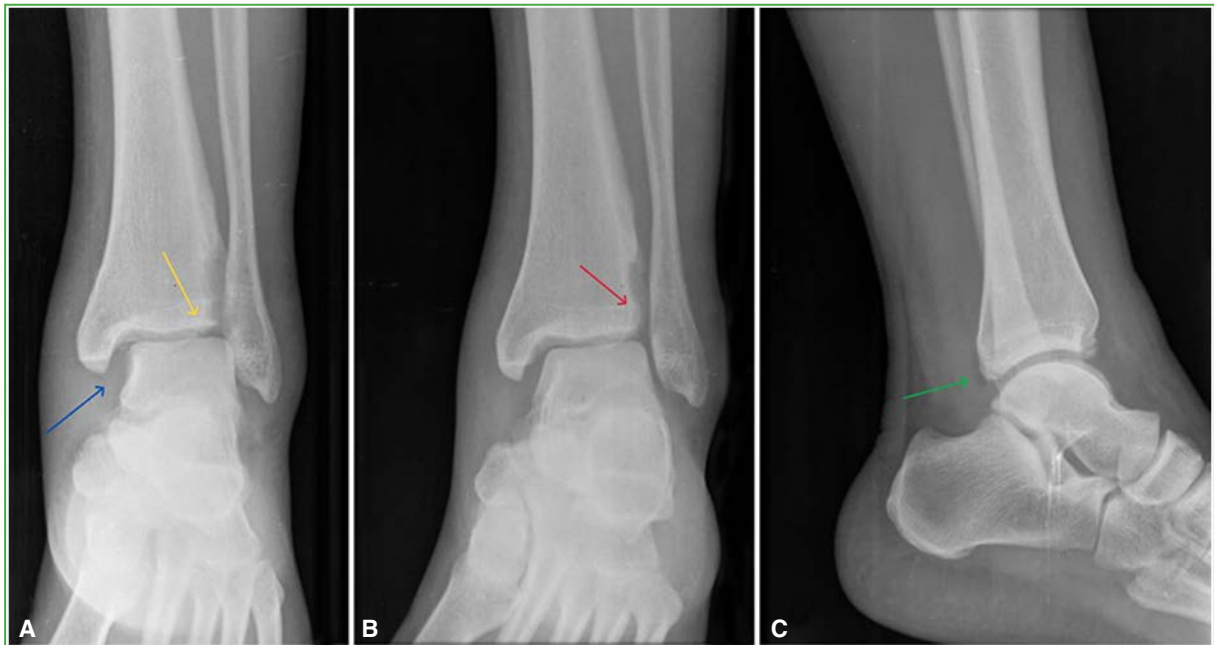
Radiografías de tobillo izquierdo. A. Proyección anteroposterior. Aumento del espacio claro medial, desviación lateral del astrágalo (flecha azul) y asimetría tibiaastragalina (flecha amarilla). B. Proyección de mortaja. Aumento del espacio claro tibioperoneo distal (flecha roja). C. Proyección de perfil. Mínima fractura del maléolo posterior (flecha verde).
